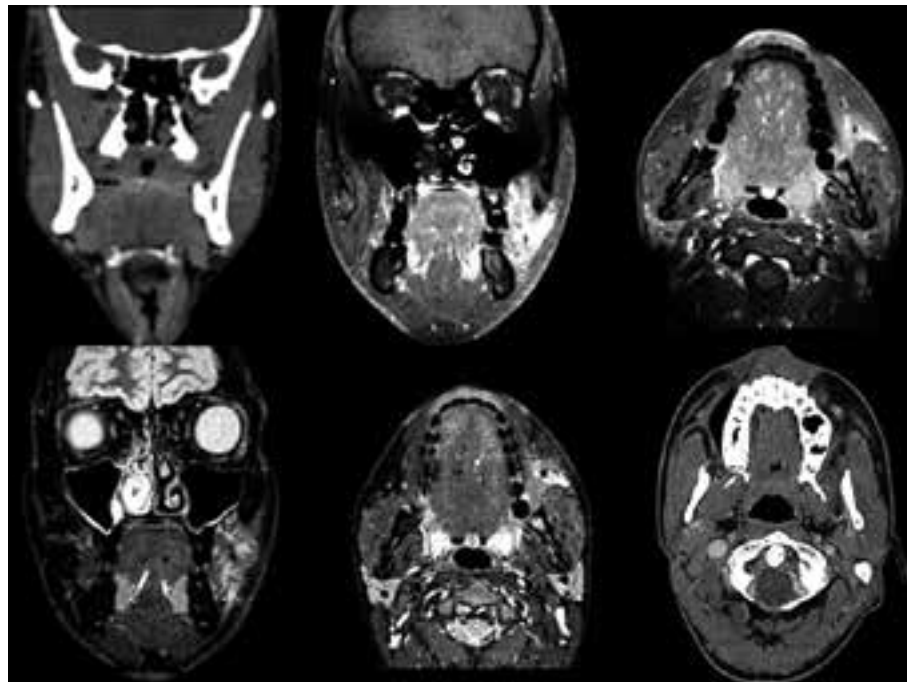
RMN postoperatoria che evidenzia tessuto edematoso e l'outcome postchirurgico
